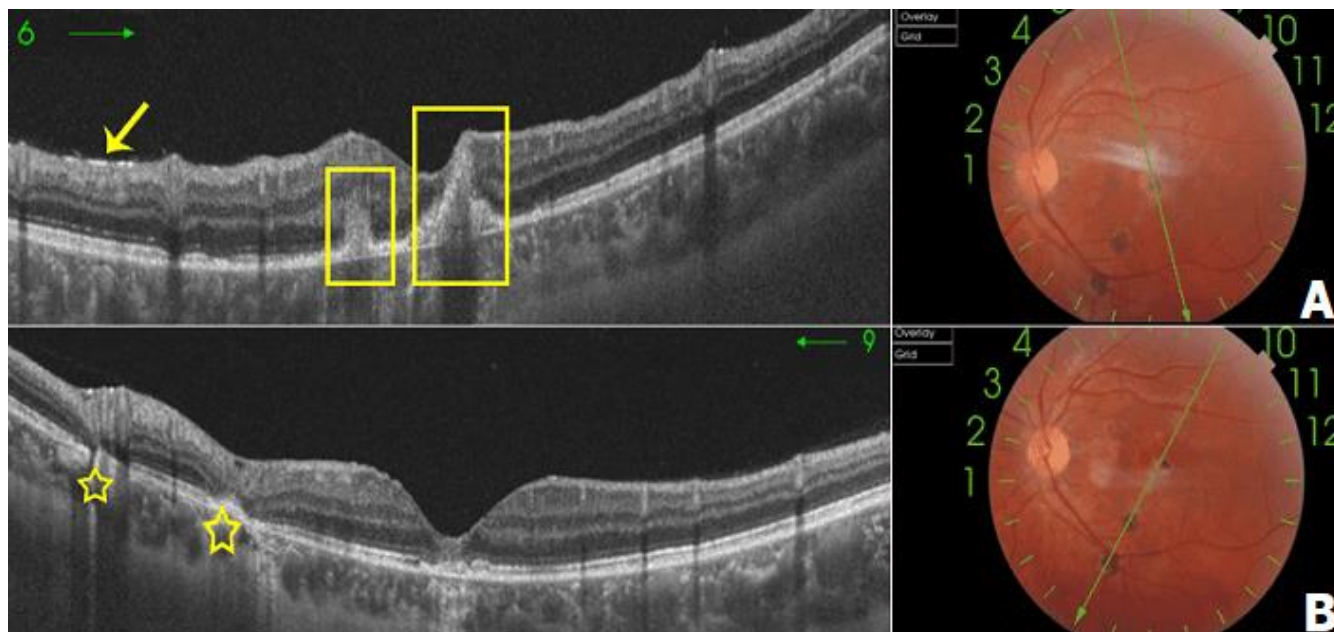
tomographie en cohérence optique (B scan) de l'OG passant par les différents foyers de l'OG: A) multiples petits points hyper réfléchifs superficiels déposés sur la rétine interne (flèche jaune); B) les foyers inféro-maculaire se traduisaient par une atrophie et une désorganisation de la rétine externe avec des altérations du complexe EP-membrane de Bruch (étoiles)
